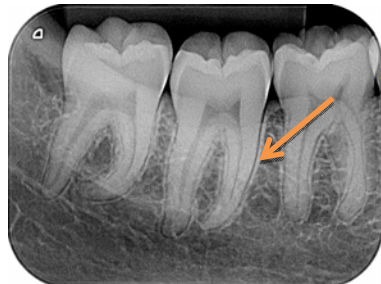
Radiografía periapical inferior de zona de molares
